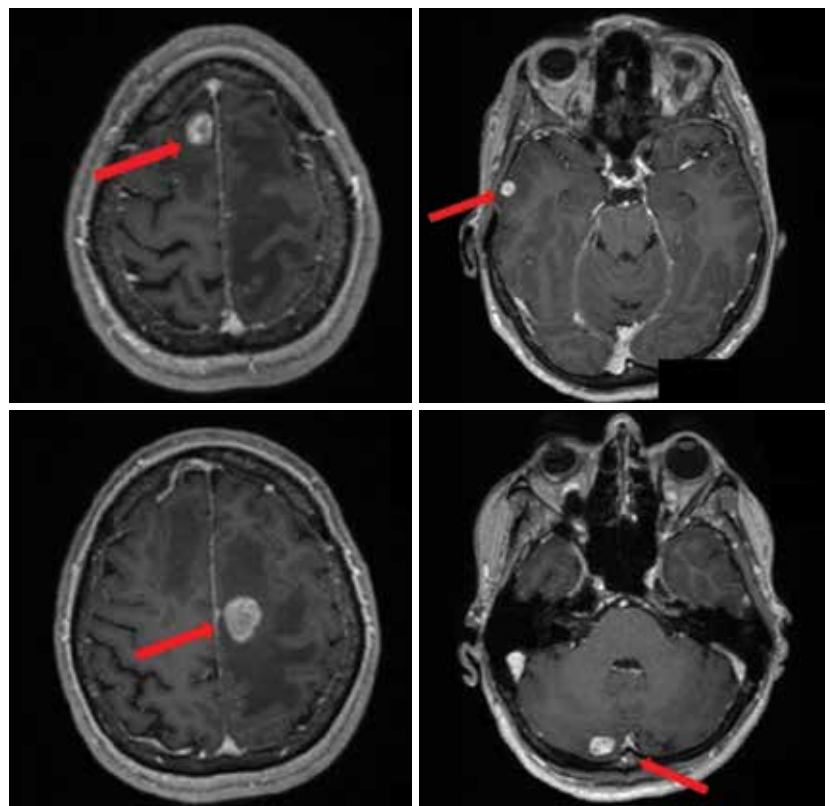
МРТ головного мозга от октября 2019 г.
